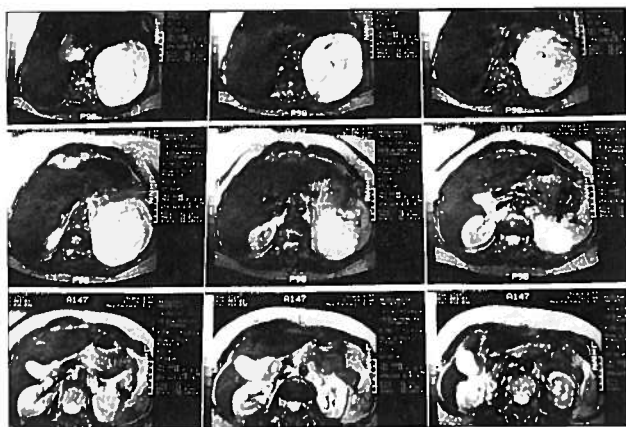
A ressonância magnética nuclear revelou lesão ocupando espaço na metade superior do baço, com cerca de 10 cm de diâmetro e formação quística na região paraesofágica inferior direita.
